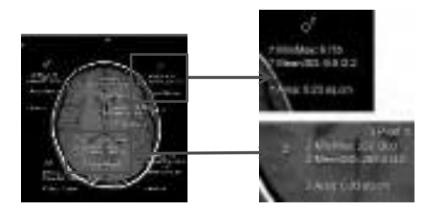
Hasil Citra MRI kepala NEX 1-4 Pasien 1
